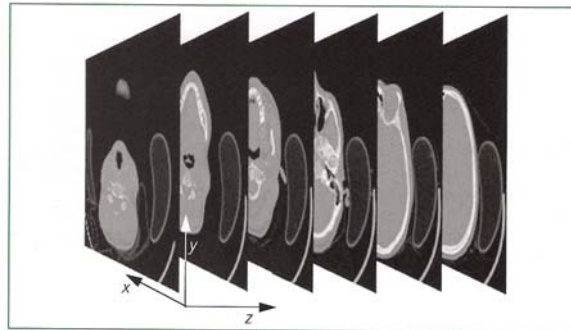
Imagen de Tomografía Computarizada (Zöller y Neugebauer, 2008).
